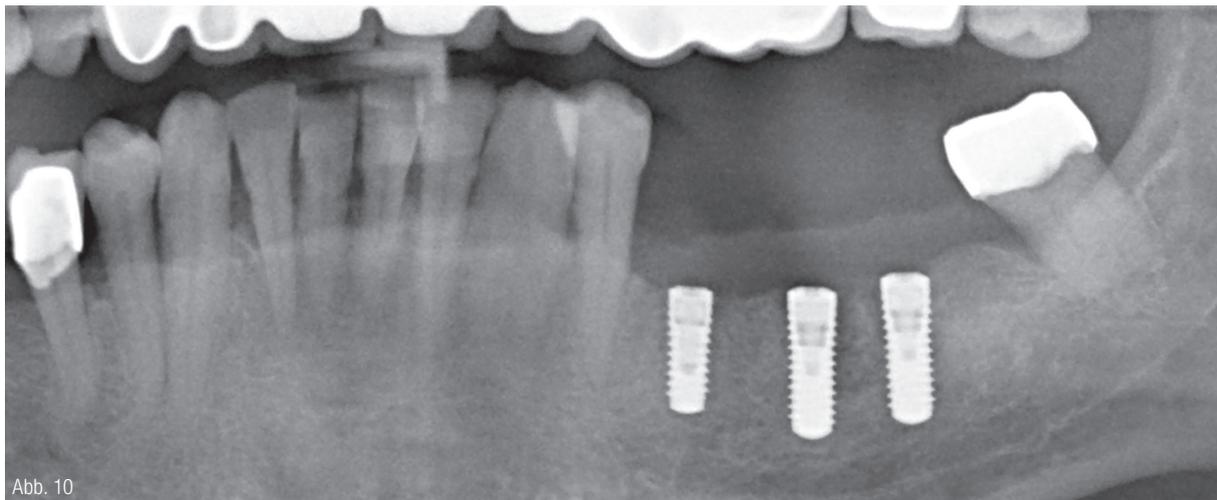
Postoperative Panoramaröntgenschnittaufnahme mit den endossalen Implantaten Regio 35, 36 und 37. Im Rahmen der definitiven Zahnersatzanfertigung wird der Zahn 38 entfernt.
